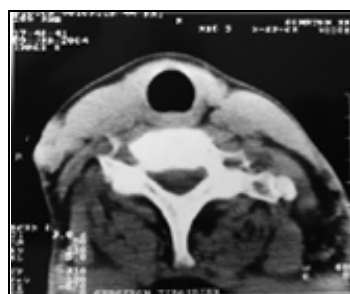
Patiente SV ; CT cervical: -ablation totale de la glande thyroïde.
